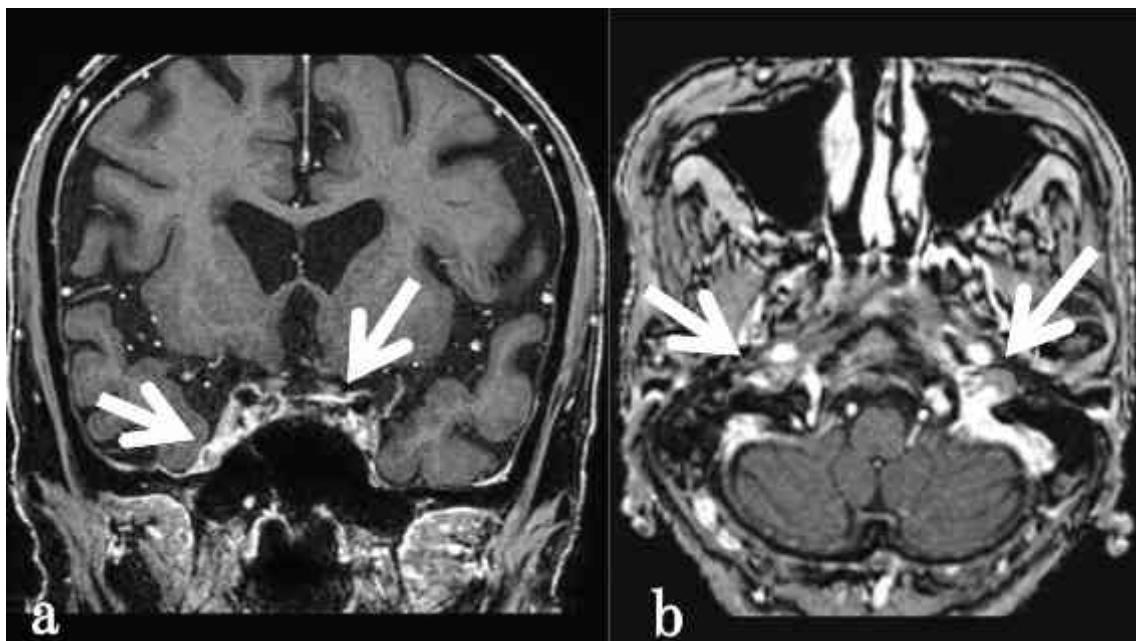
症例 1 の副腎皮質ステロイド投与後の頭部ガドリニウム造影 MRI T1 強調画像。
